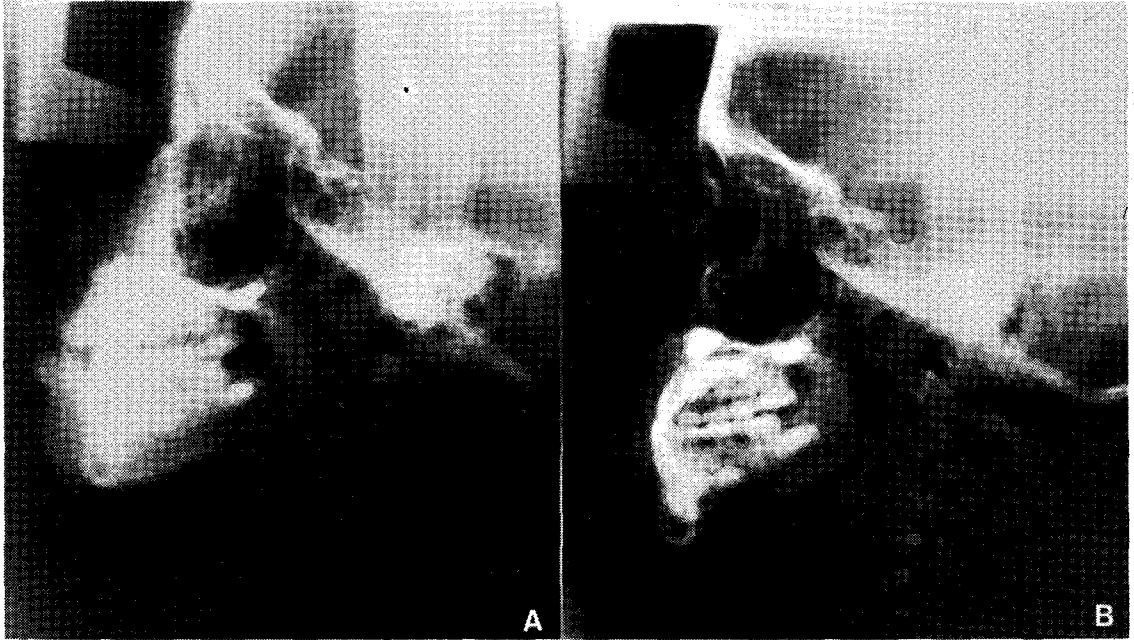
편도선염을 동반한 III급 부정교합의 편도선 절제 전(A)과 후(B)의 두부 방사선 사진.
